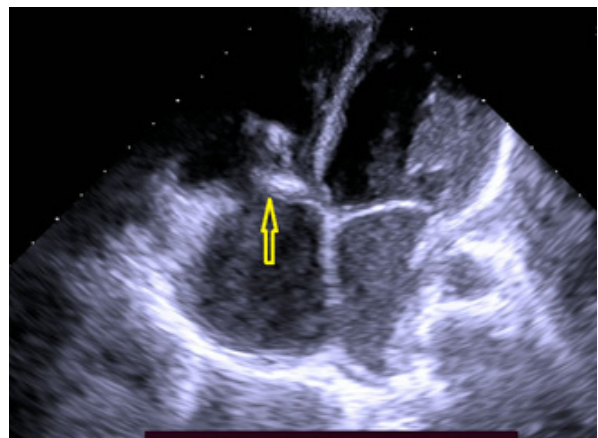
Two vegetations on the tricuspid valve on Echocardiogram
